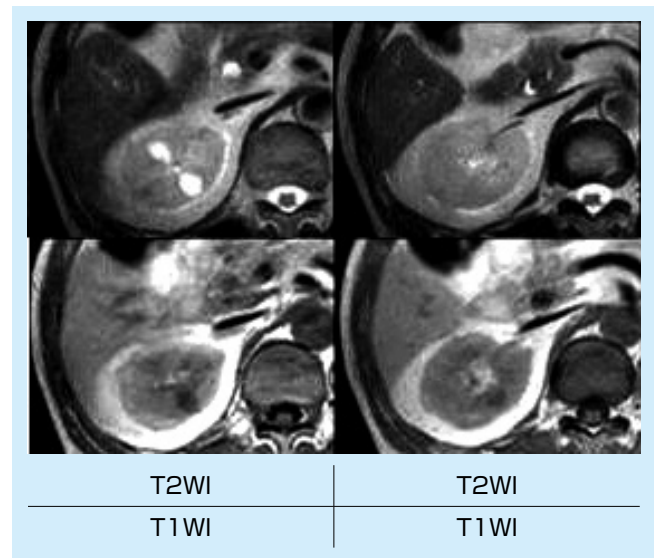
腹部MRI(T2強調画像、T1強調画像)
